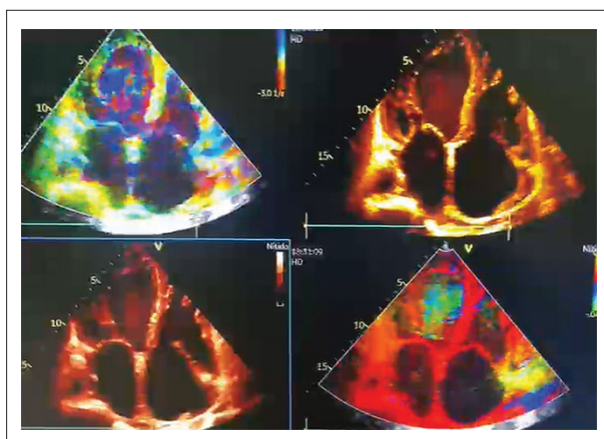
Ecocardiograma transtorácico colorido em corte quatro câmaras mostrando contraste espontâneo pelo Doppler colorido e pelo Doppler tecidual.
